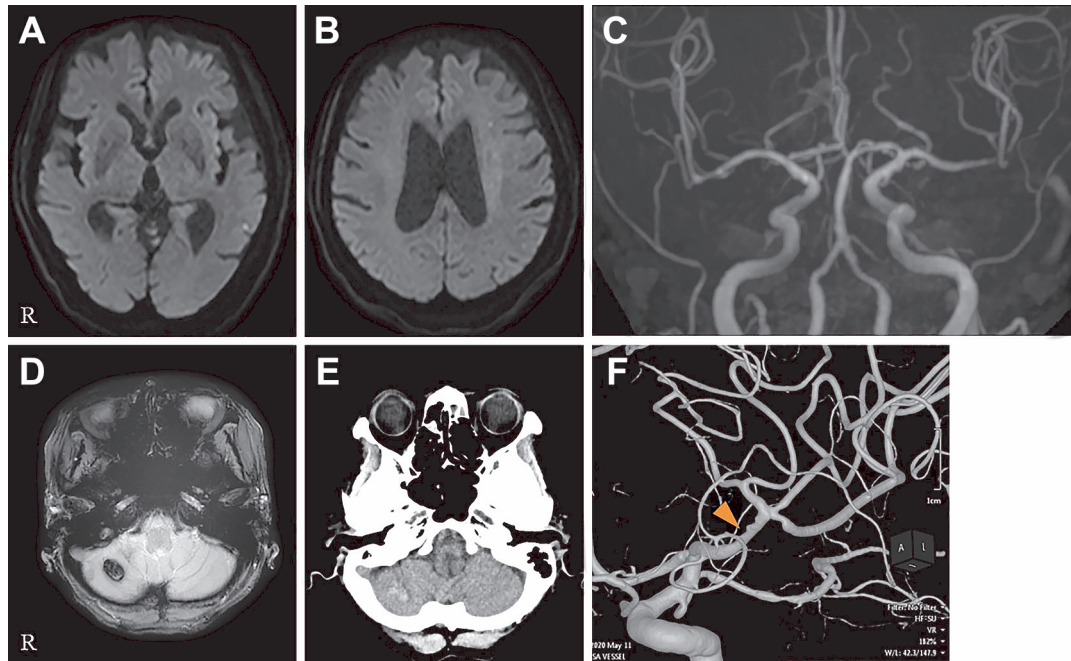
Follow-up MRI, CT, and digital subtraction angiography.
